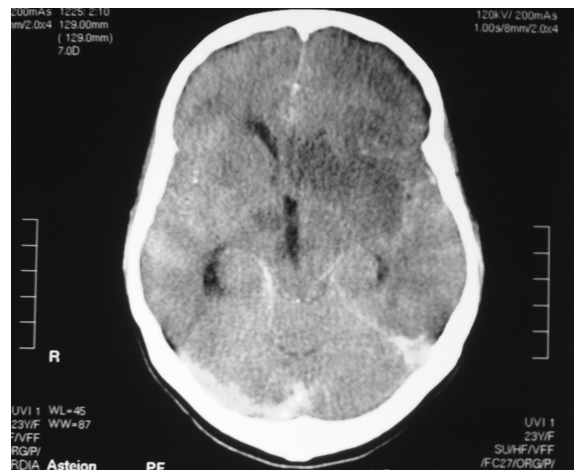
Tomografía computarizada (TC) craneal, donde se observa un importante edema cerebral con herniación transtentorial.
